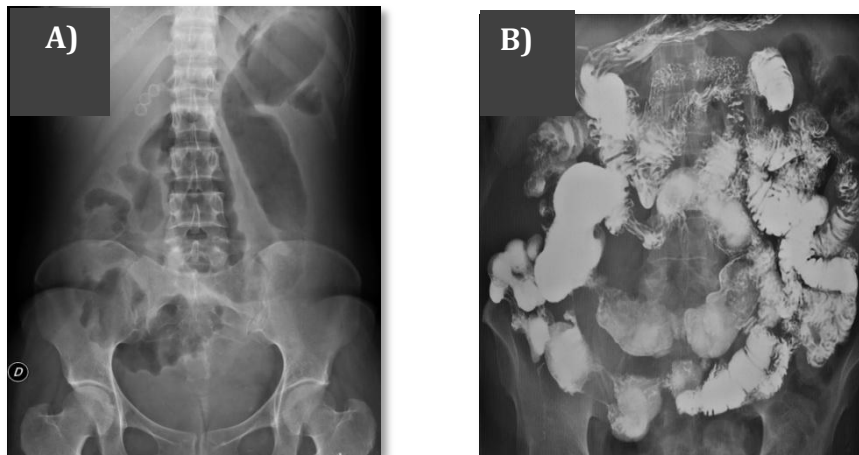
Radiología en la EII. A) Radiografía de abdomen de una paciente con un brote severo de CU. Nótese la pérdida de haustras, la dilatación de colon descendente y la presencia de impresiones digitiformes típicas de sufrimiento intestinal. B) Tránsito de intestino en EC yeyuno-ileal. Múltiples áreas de estenosis segmentarias, que alternan con áreas de dilatación preestenóticas. Saculación del borde anti mesentérico con marcado aumento de los espacios interasas
